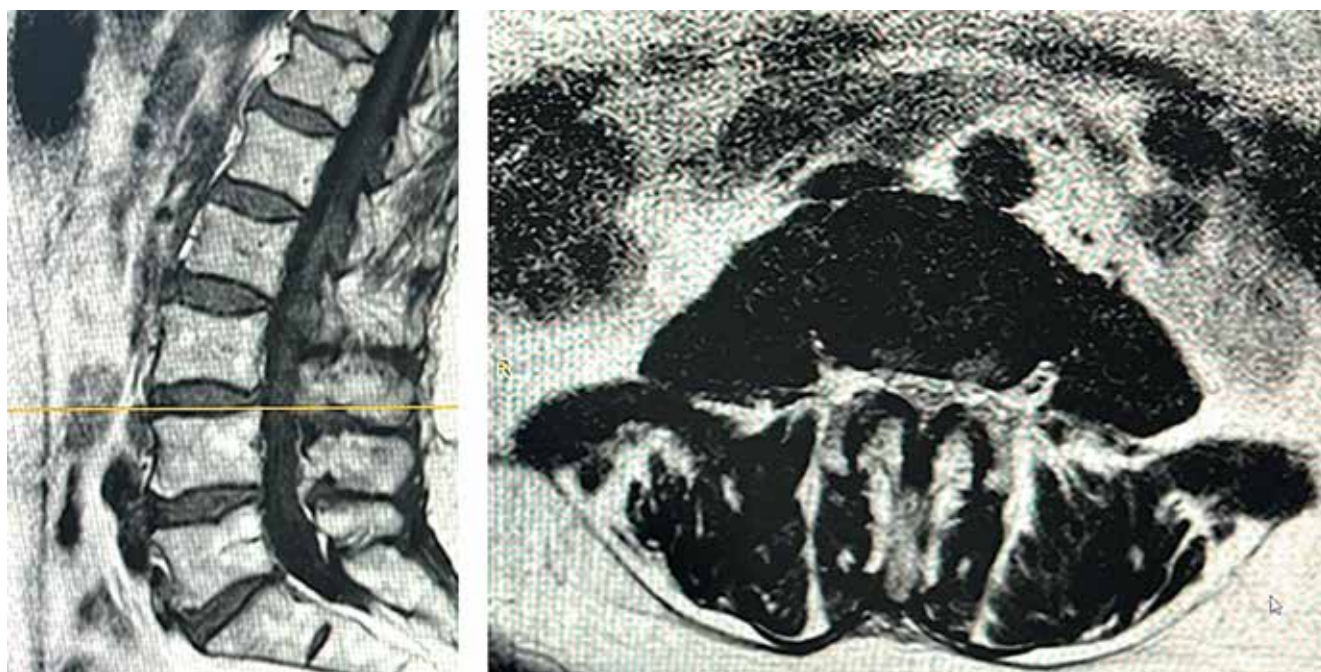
Магнитно-резонансные томограммы пациентки П., 68 лет, оперированной по поводу стеноза позвоночного канала на уровне L_3-L_4
